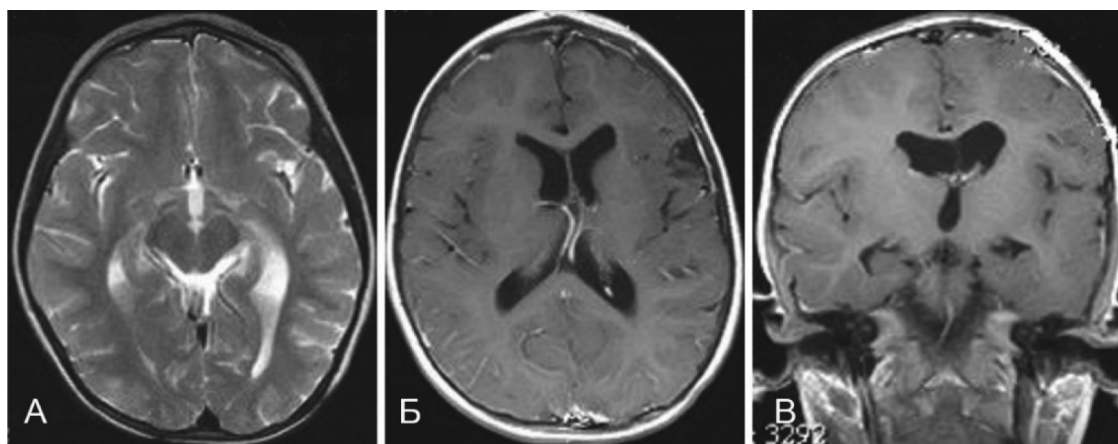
МРТ головного мозга пациента Д., 2 года, без контрастирования, в T1 ВИ (А) и T2 ВИ (Б) в аксиальной проекции, в T2 ВИ в коронарной проекции (В) через 3 мес. после хирургического лечения.
